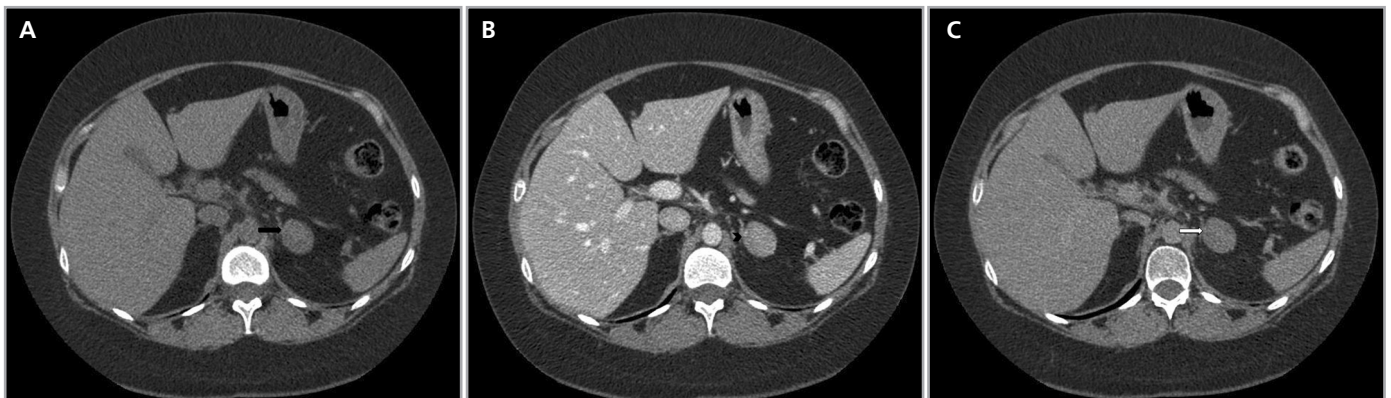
Adenoma pobre en lípidos. Cortes axiales de TC en fase sin contraste (a) que demuestran un nódulo suprarrenal izquierdo cuya densidad precontraste alcanza los 35 UH (flecha), portovenosa (b) con un realce de hasta 60 UH (cabeza de flecha) y tardía (c) lavado significativo, alcanzando una densidad final de 10 UH (flecha blanca).
